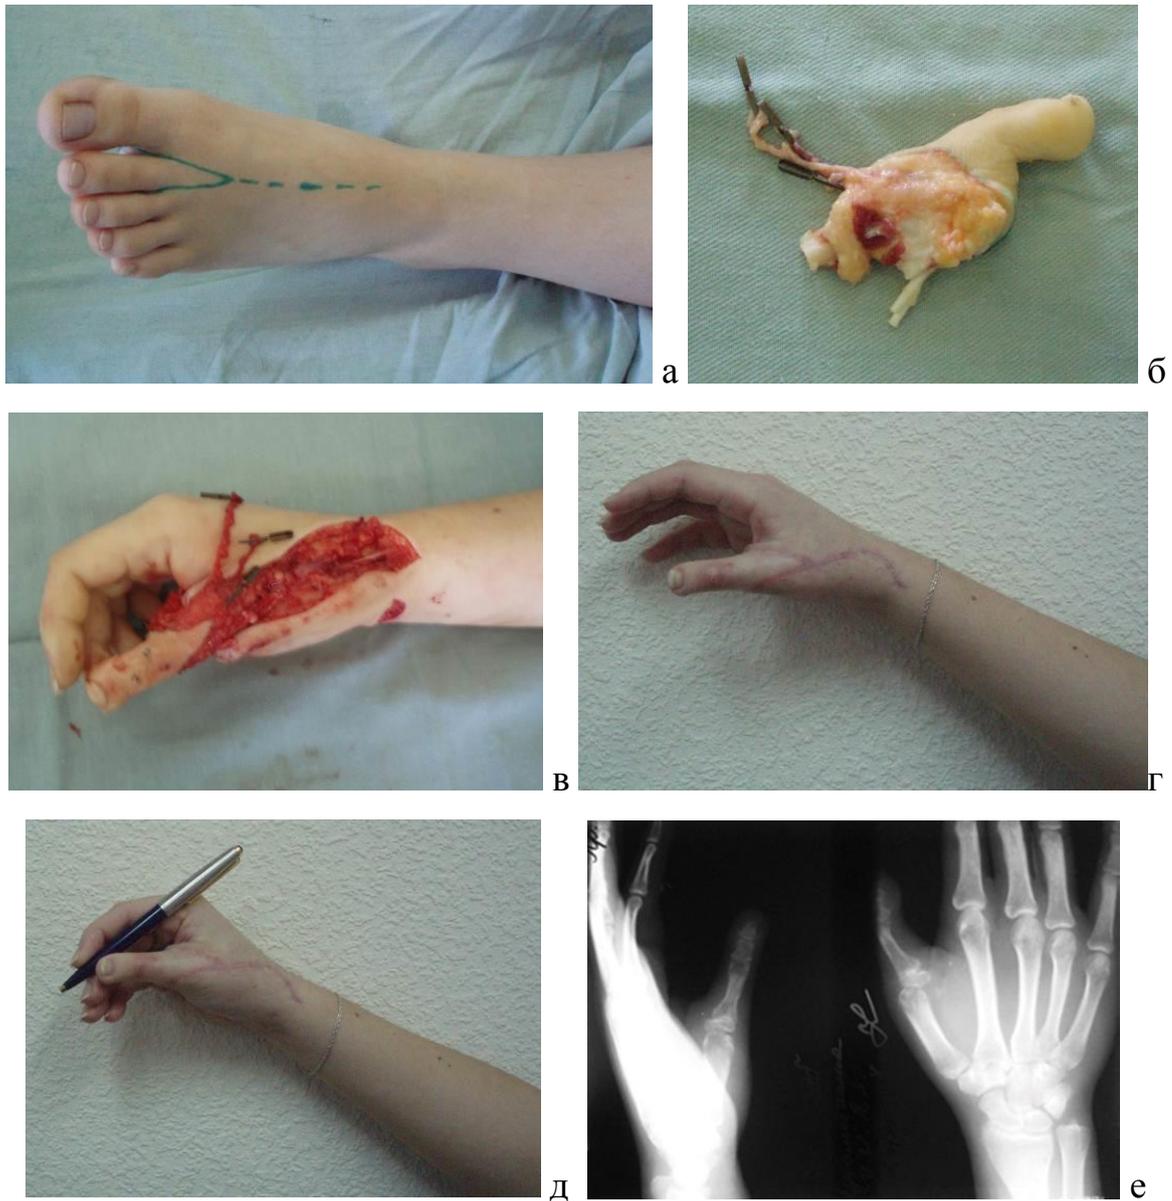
♀, 18 лет. Диагноз: травматический отрыв первого пальца правой кисти на уровне основания проксимальной фаланги. Этапы операции: а – маркировка донорской стопы для выделения тканей; б – аутотрансплантат второго пальца стопы после выделения; в – после аутотрансплантации второго пальца стопы; г, д – функциональные возможности пациента в отдаленном послеоперационном периоде; е - рентгенограммы правой кисти в двух проекциях в послеоперационном периоде.
